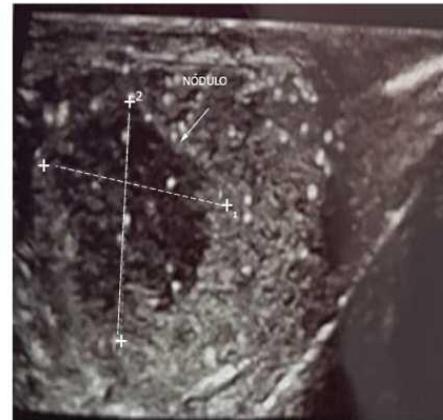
Ultrasonido Doppler, donde se observa nódulo sólido acompañado de microlitiasis en parénquima del testículo izquierdo.
